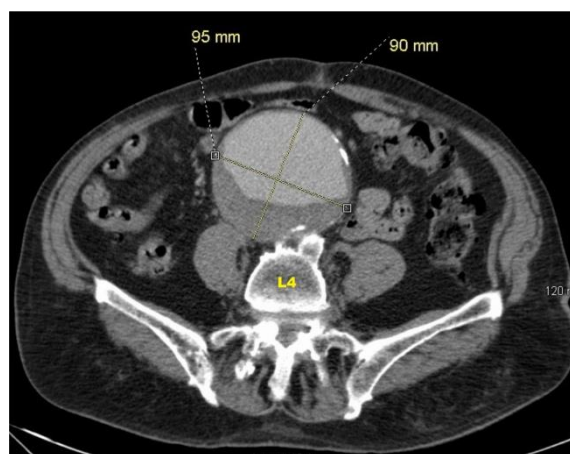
Imagen de TAC de un aneurism de aorta abdominal de dimensiones 90mm x 95mm. (White B *et al.*, 2019.)
